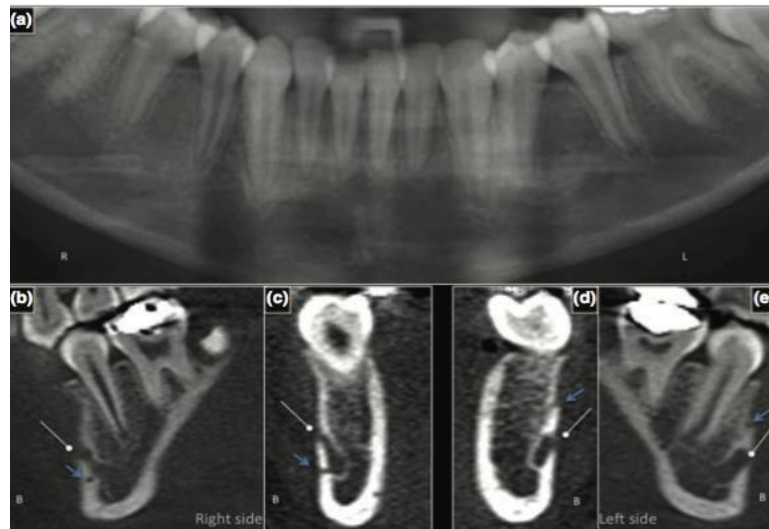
Images d'une radiographie panoramique d'un patient (a) et de reconstruction tridimensionnelle par CBCT (b, c, d, e) objectivant des FMA (32)
